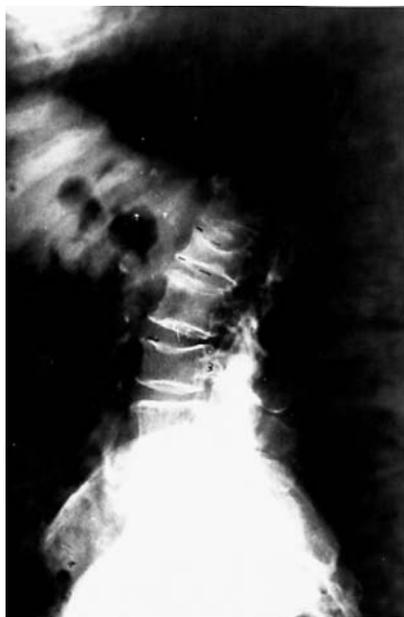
Radiografía lateral de columna que muestra fracturas vertebrales.
